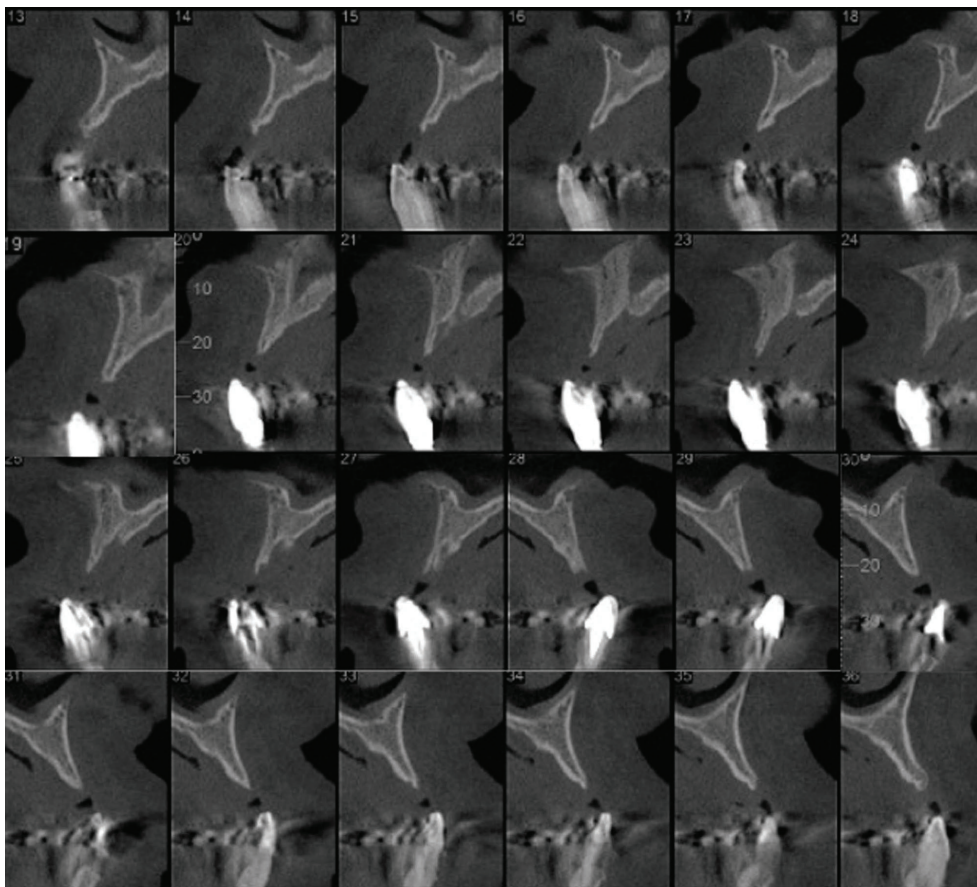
Cortes sagitais da tomografia computadorizada inicial.
